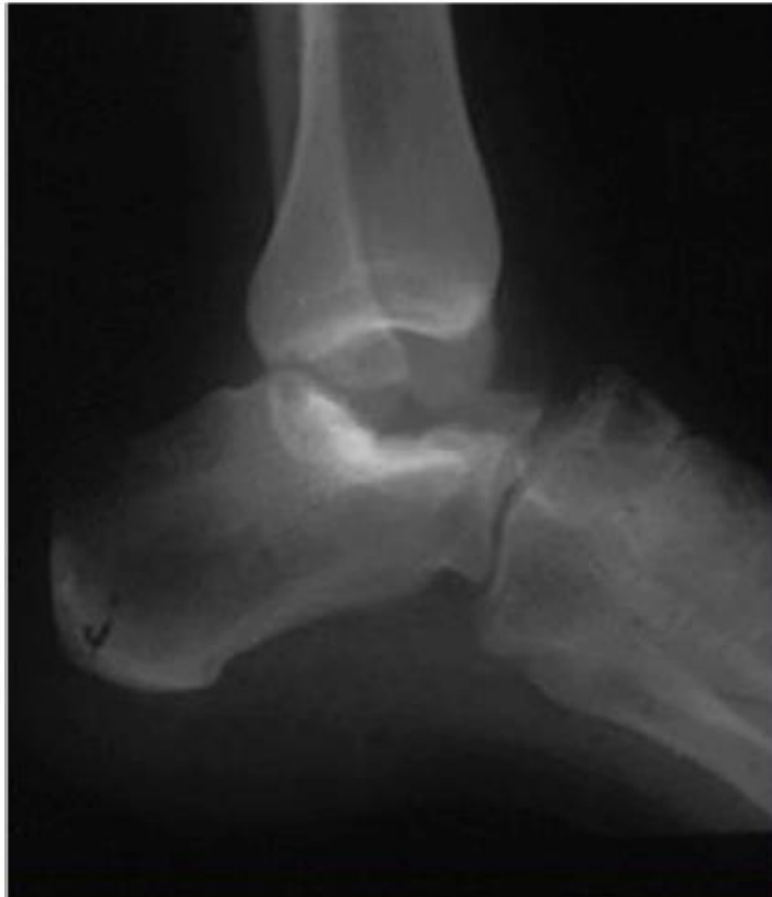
Radiographie standard de la cheville : incidence de profil, après une talectomie. [69]
